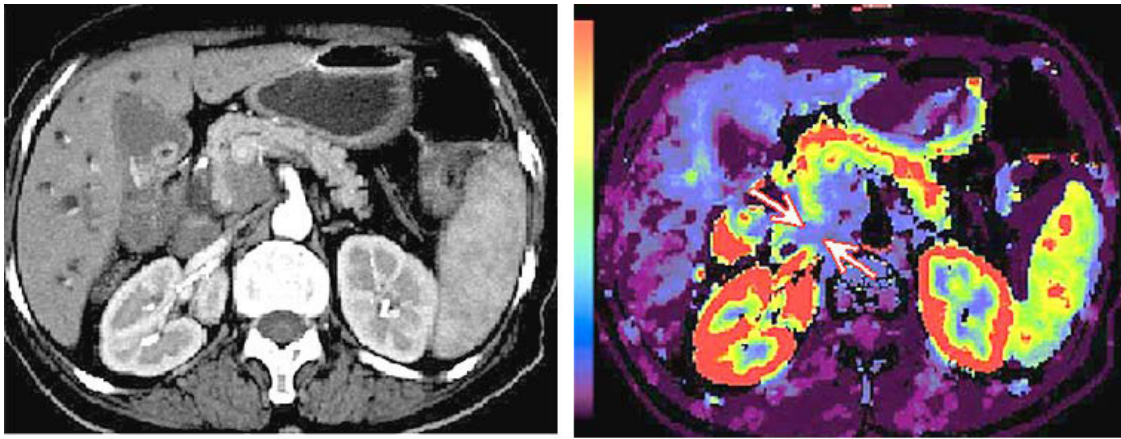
Объемная (а) и перфузионная (б) компьютерные томограммы поджелудочной железы (аксиальная проекция): отечный острым панкреатитом; признаки снижения перфузии в области головки железы (стрелки)
